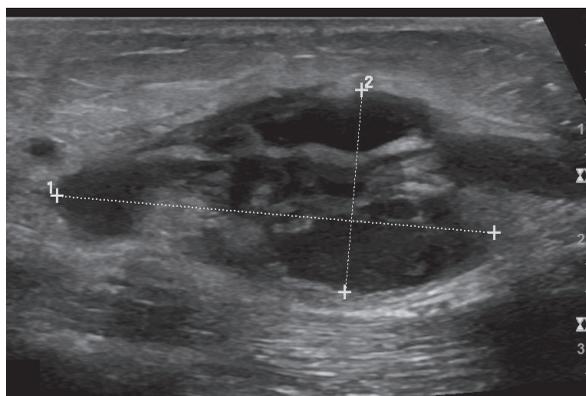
Ecografia no dia do internamento.
